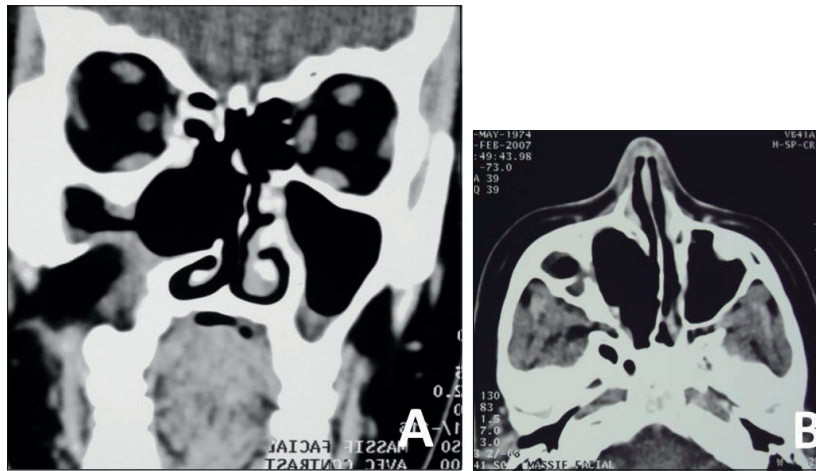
TDM du massif facial de contrôle à deux ans postopératoire, en coupes frontale (A) et axiale (B) montrant l'absence de récurrence tumorale.
